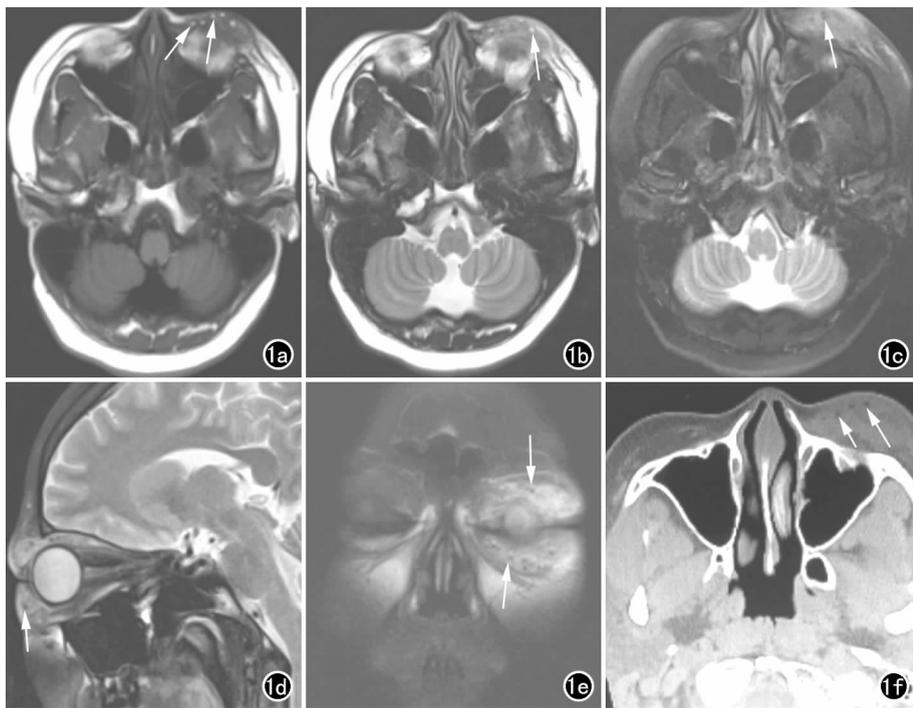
a) 横轴面 T_1 WI 示左眼下眼睑肿胀,可见多发点状高信号(箭); b) 横轴面 T_2 WI 示左眼下眼睑肿胀,可见多发点状高信号(箭); c) 横轴面抑脂 T_2 WI 示左眼上下眼睑、上直肌肿胀,内见多发点状低信号(箭); d) 矢状面抑脂 T_2 WI 示左眼上下眼睑、上直肌肿胀,内见多发点状低信号(箭); e) 冠状面抑脂 T_2 WI 示左眼上下眼睑、上直肌肿胀,内见多发点状低信号(箭); f) CT 示左眼下眼睑肿胀,内见多发点状低密度(箭)。
